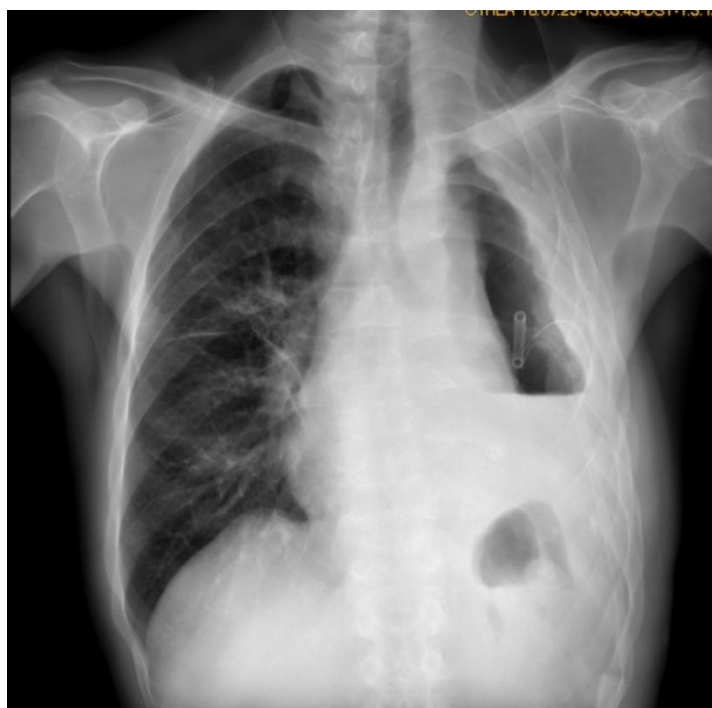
radiographie thoracique de face du patient III montrant un niveau hydro-aérique gauche après drainage.
